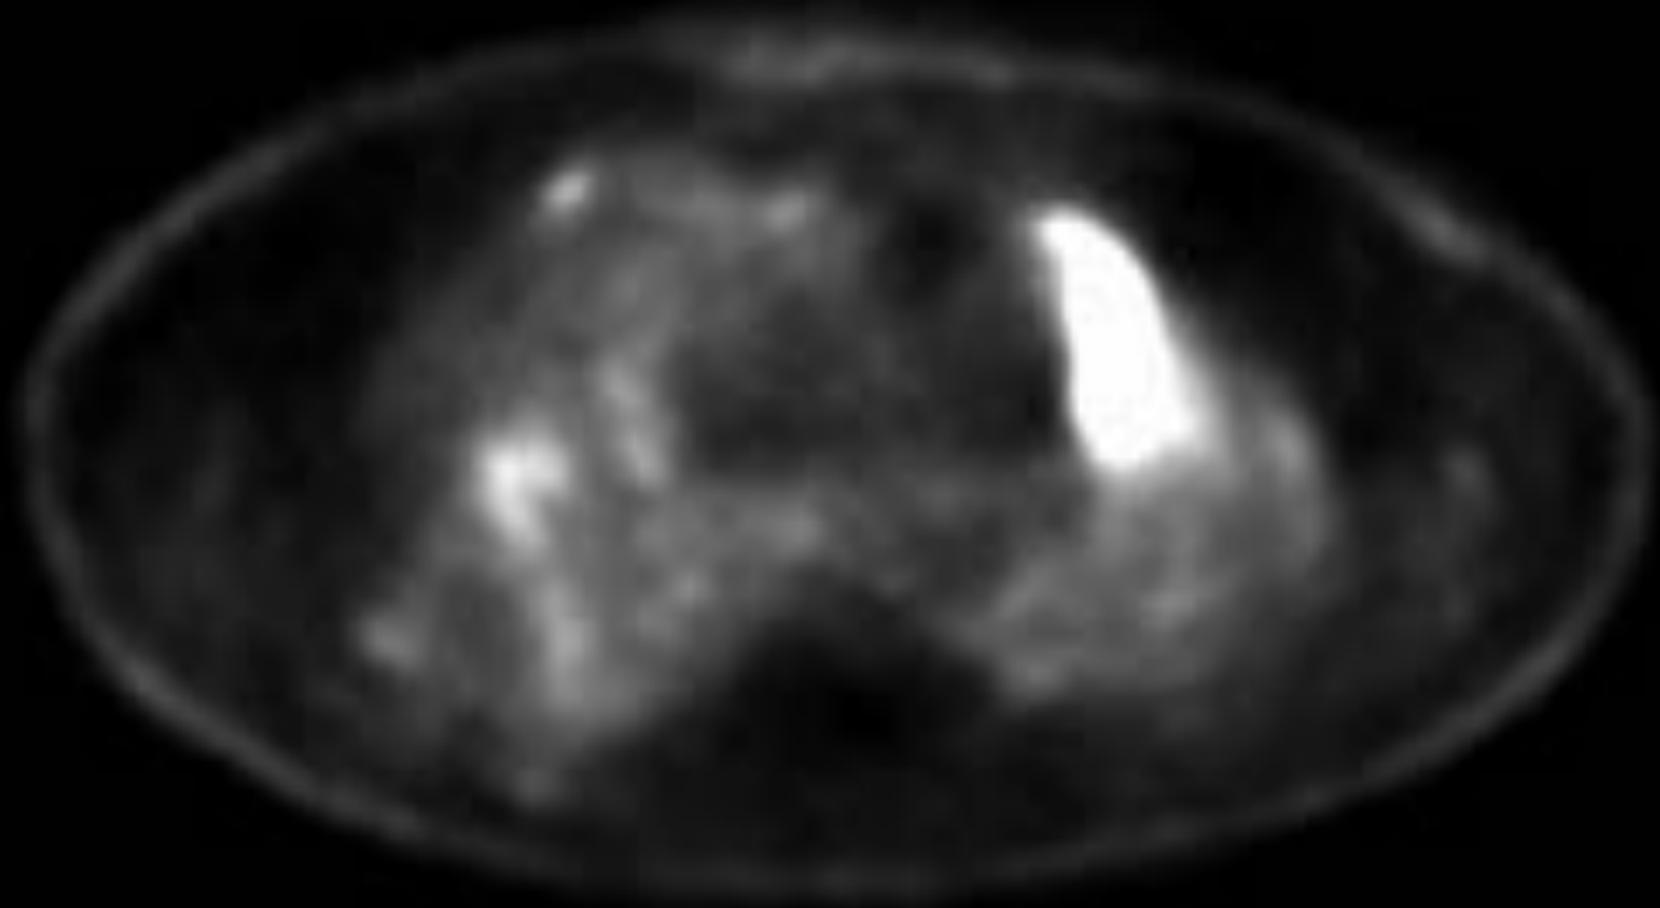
Imagen PET mostrando captación aumentada en segmento anterior de LSI.
